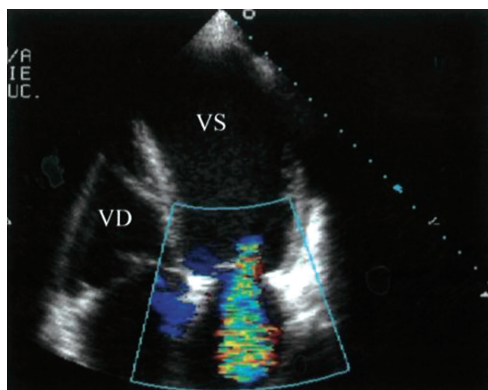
Ecografie Doppler color. Secțiune apicală de 4 cavități cu plasarea sectorului de Doppler color la nivelul valvei mitrale și al atrului stâng. Se vizualizează un jet de insuficiență mitrală severă cu zonă de convergență proximală pe fața ventriculară a VM la un pacient cu boală coronariană și anevrism apical voluminos. Metoda permite cuantificarea volumului regurgitat și a fracției de regurgitare.
